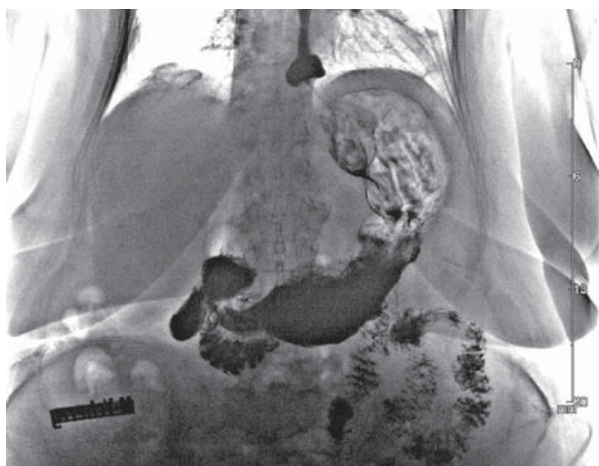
Рентгенологічний контроль через 1 міс після оперативного втручання (дистальний кінець стравоходу розташований дистальніше від рівня діафрагми)
